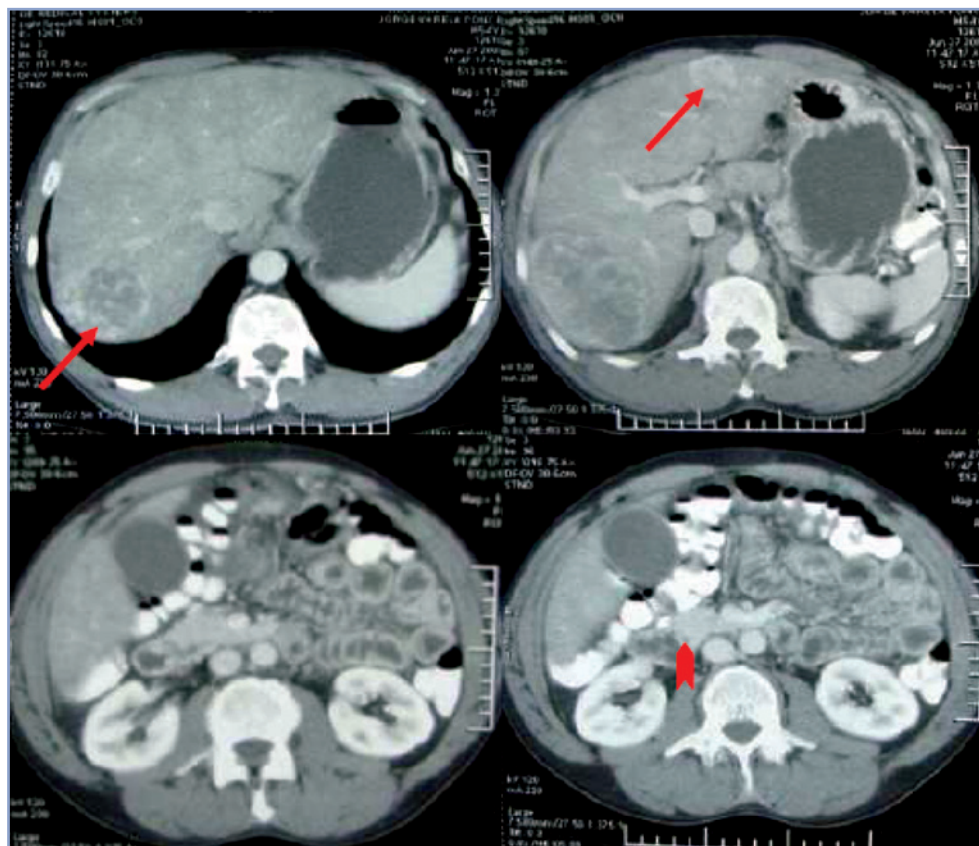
TC abdominal con contraste que revela la presencia de múltiples lesiones nodulares hepáticas (flechas) y una masa que engruesa el mesenterio y reduce parcialmente el lumen del íleon terminal (punta de flecha).
